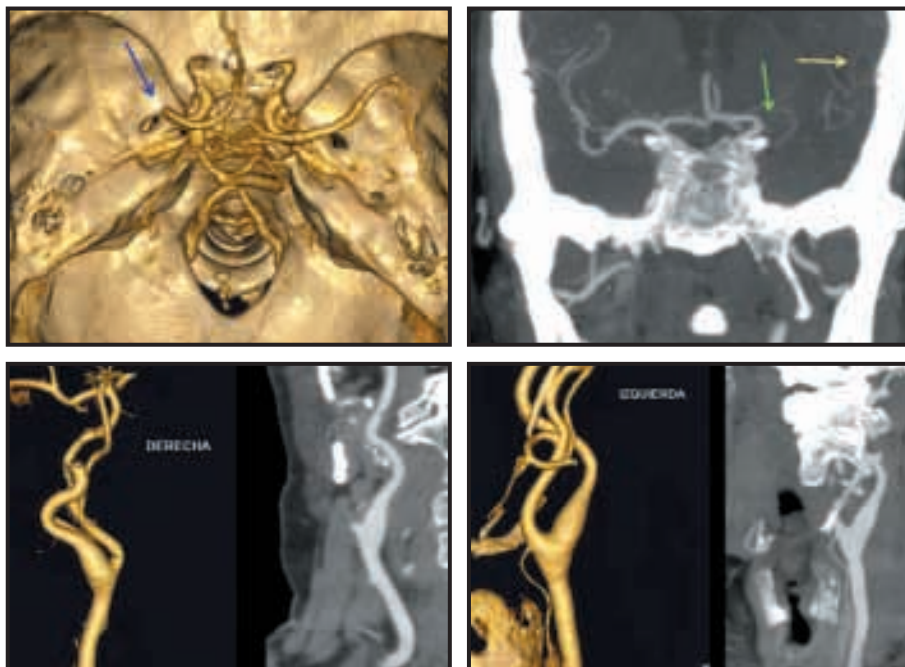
Arteriografía mediante tomografía computarizada del polígono de Willis y de los troncos supraaórticos. Se demuestra una oclusión del segmento M1 de la arteria cerebral media izquierda (flechas). Reconstrucción VR (arriba izquierda) y MIP (arriba derecha).
